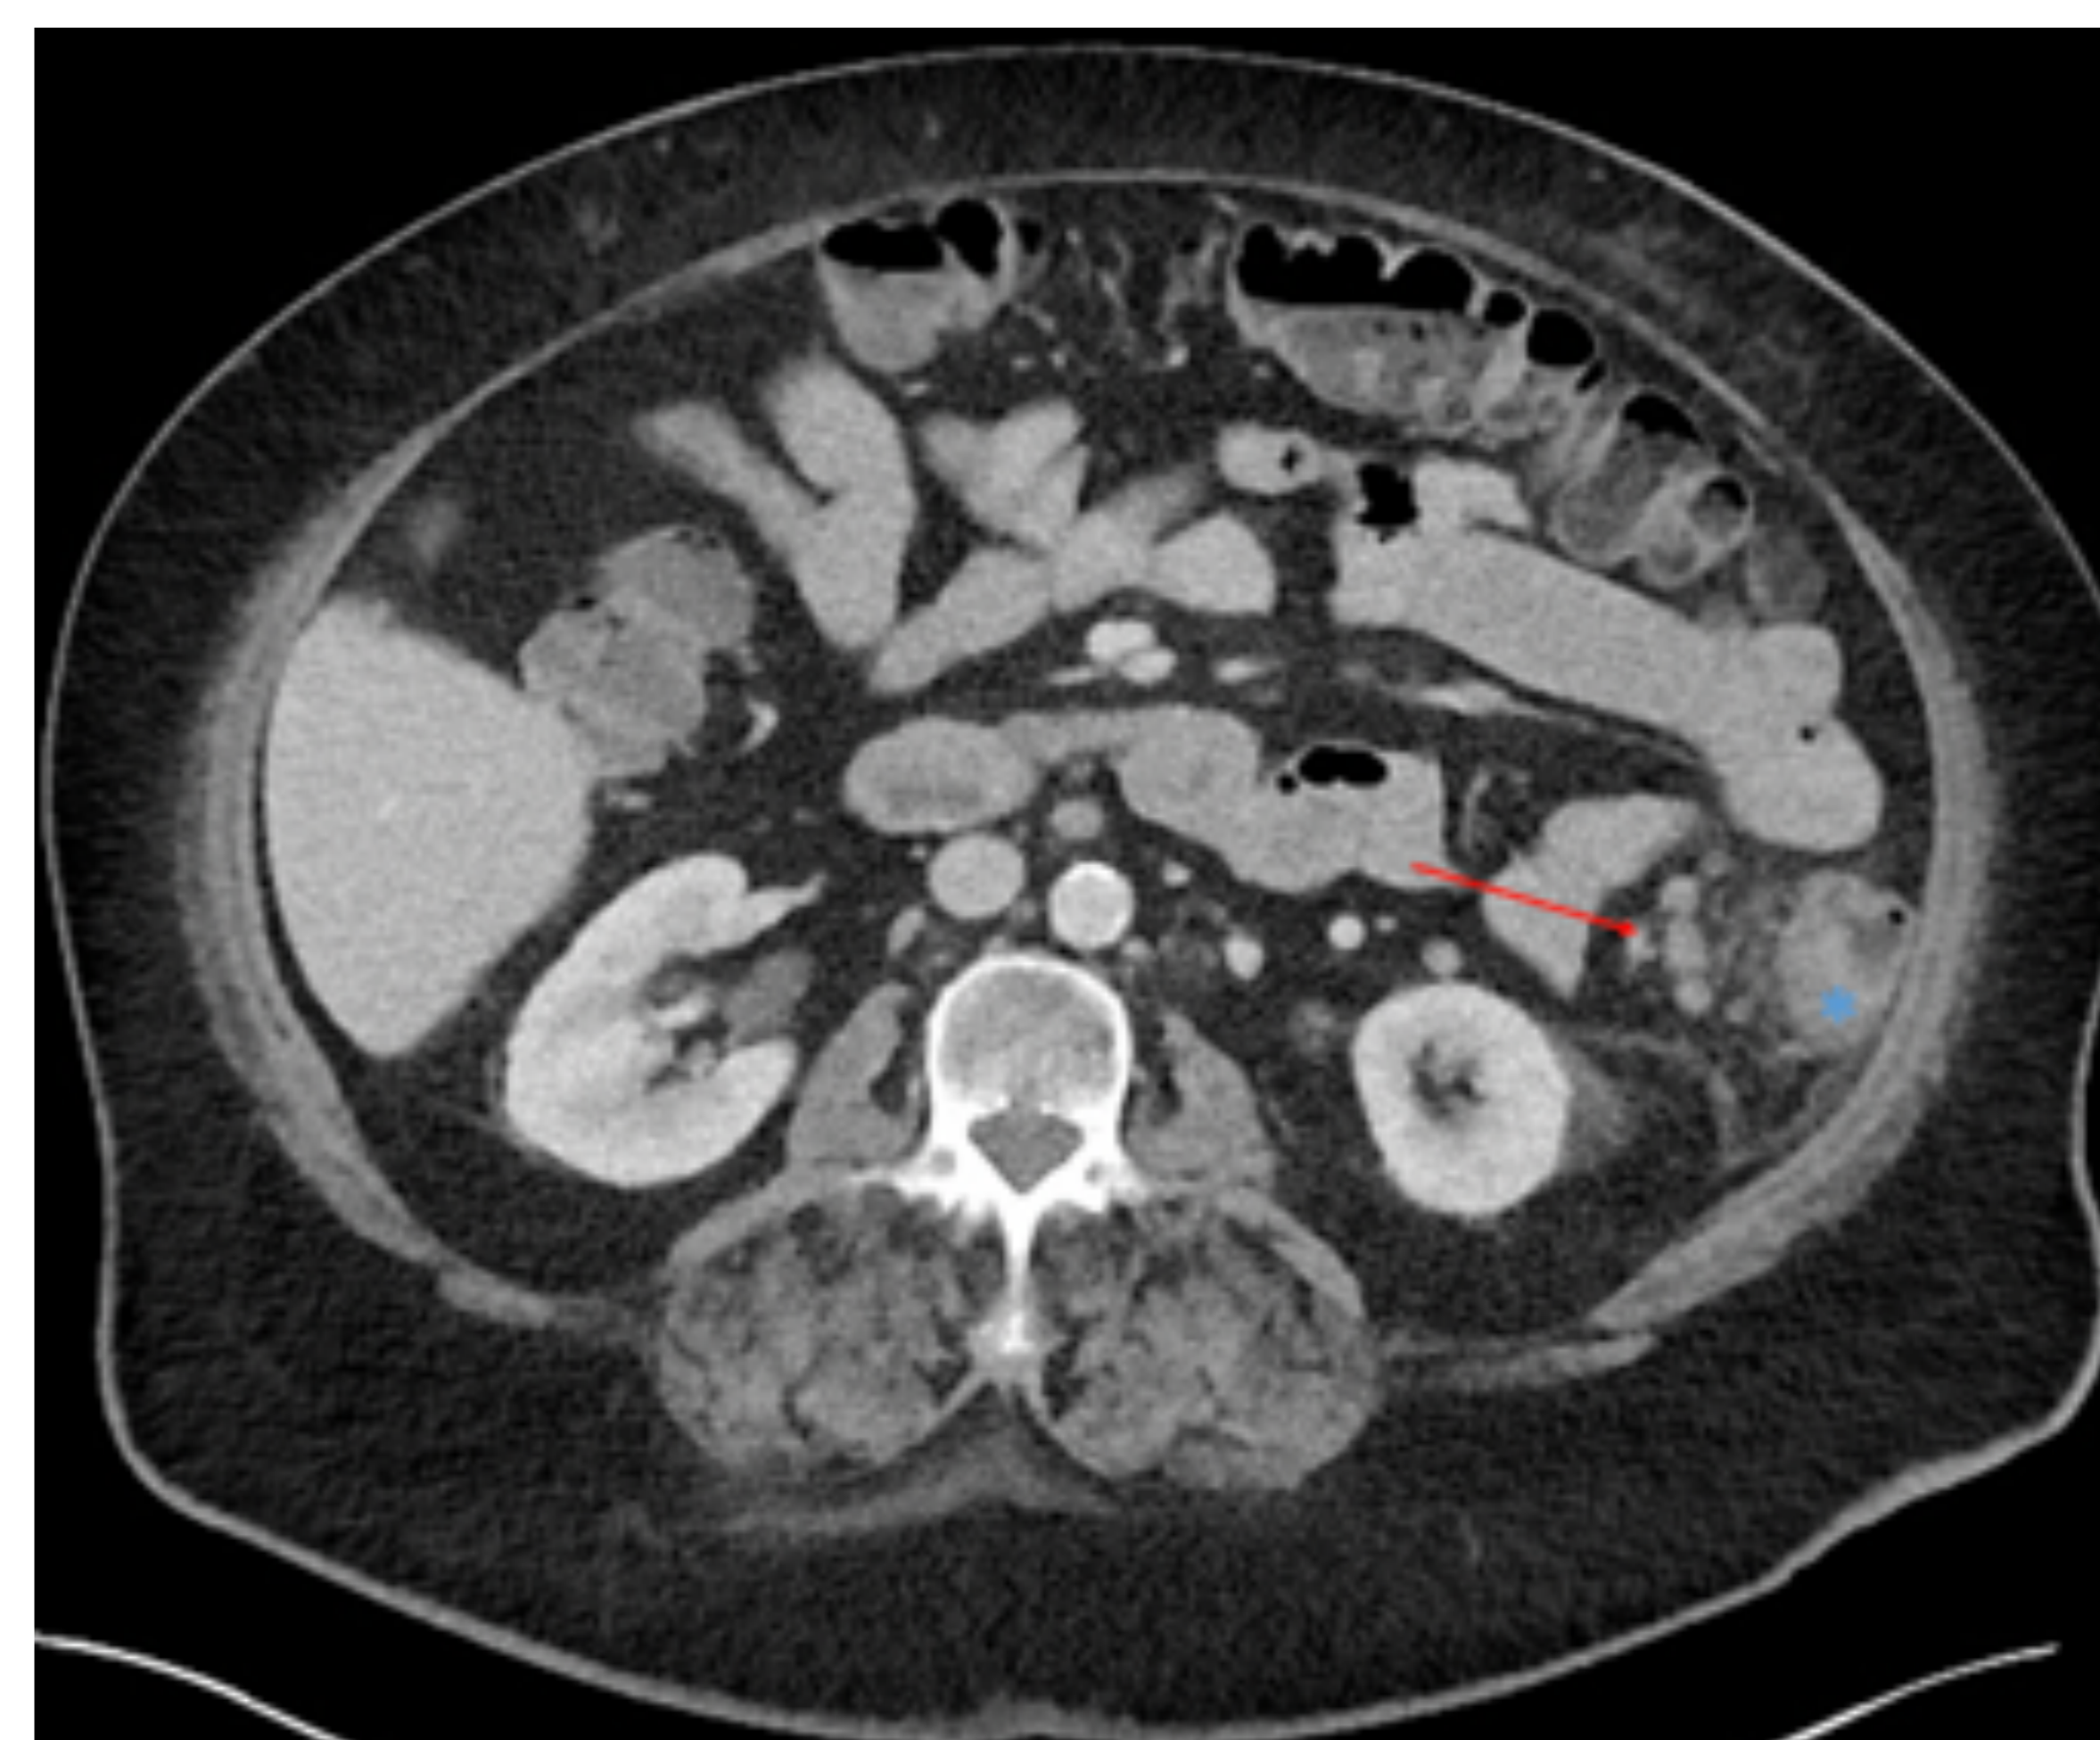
Adenopatías mesocólicas. TC abdominal con CIV, corte axial. Paciente con neoplasia en colon descendente (\*). Se identifican varias adenopatías mesocólicas (flecha roja). Case courtesy of Dr Michael P Hartung, Radiopaedia.org, rID: 59374
